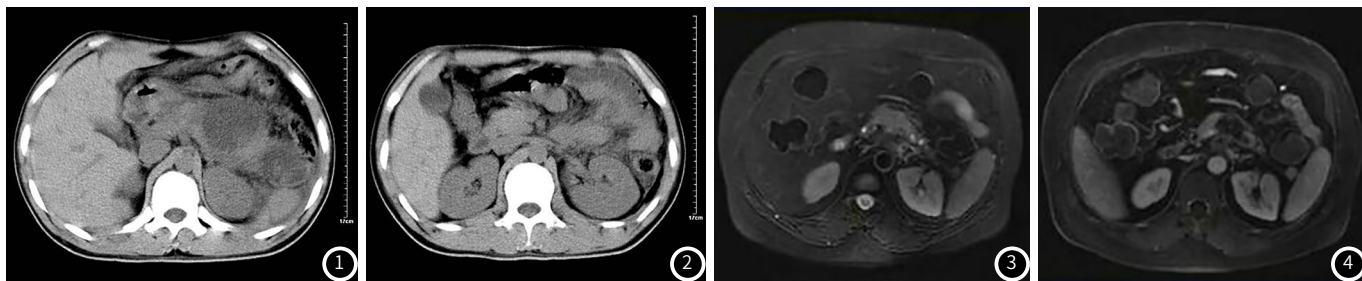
~2 胰腺炎伴胰内假性囊肿。CT平扫可见多发小类圆形囊性密度灶，囊壁可见斑点状高密度钙化灶。图3 黏液性囊腺瘤。MRI检查 T_2 抑脂像轴位示：胰体尾部远端，边界清楚的高信号病灶。图4 黏液性囊腺瘤。MRI平扫 T_1 加权像示肿块低信号，不显示病灶内部结构。
